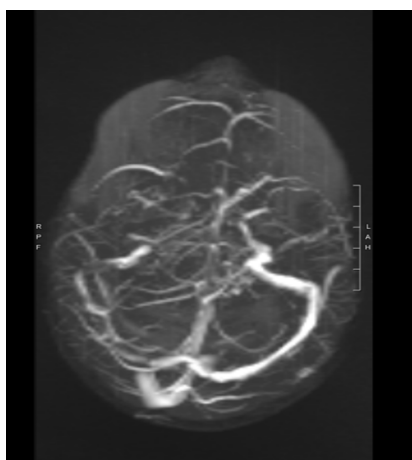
Sequenza Time Of Flight (TOF) in 2D di angio-RMN di quadro di trombosi del seno trasverso e sigmoideo.
